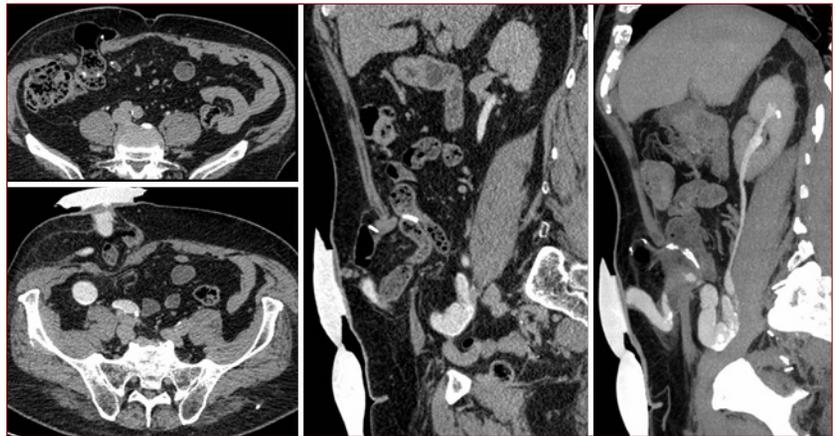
TC dopo mdc con ricostruzioni 2D: erniazione di un'ansa intestinale e del grasso omentale attraverso la stomia cutanea in paziente sottoposto ad intervento di cistectomia radicale con condotto ileale secondo Bricker.
